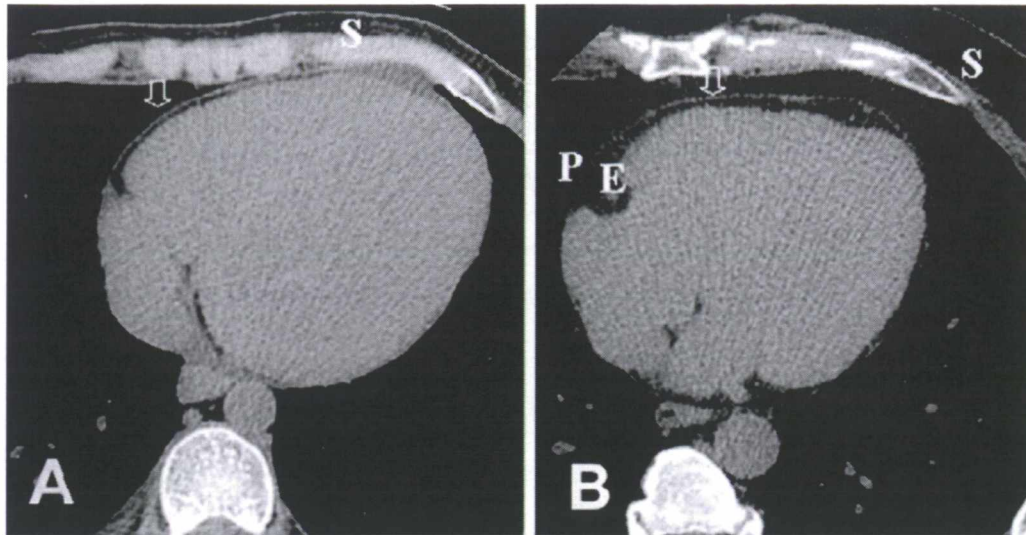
Imagerie par TDM de l'adiposité intrathoracique. A. Sujet présentant une très petite quantité de EAT et aucun PAT. B. Sujet présentant une plus grande quantité de EAT (E) et de PAT (P). La flèche identifie le péricarde fibreux qui délimite les deux composantes de l'adiposité intrathoracique. Adapté de Sarin et coll. Am J Cardiol (2008) ¹³⁶
